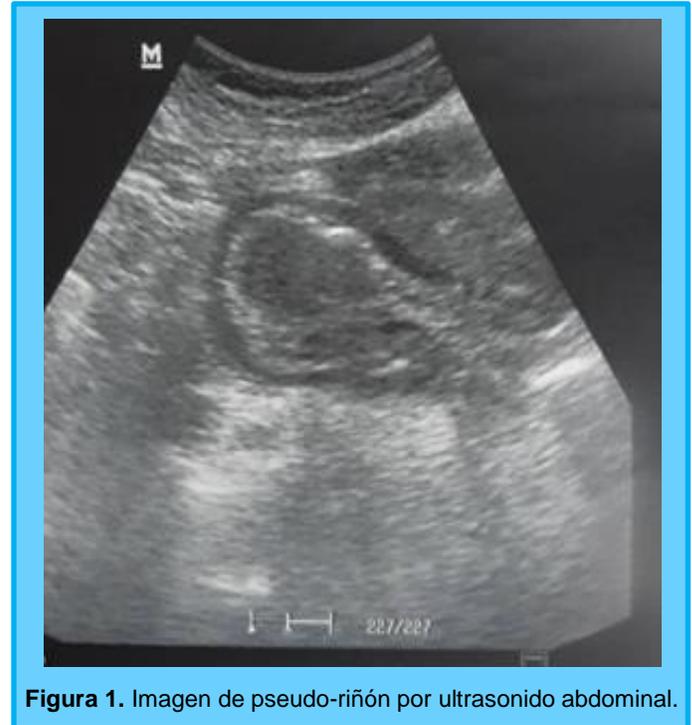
Imagen de pseudo-riñón por ultrasonido abdominal.
